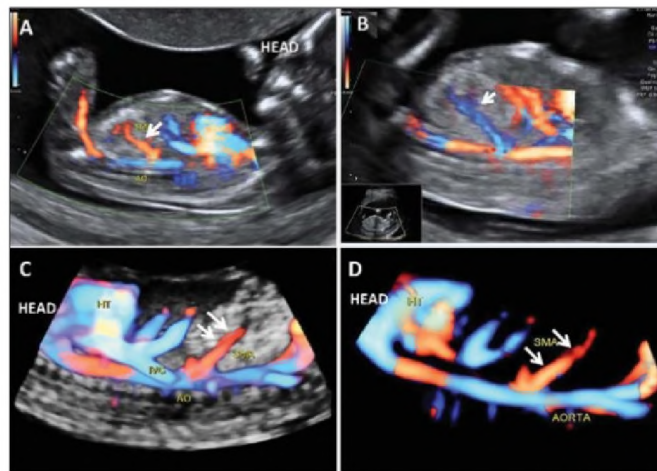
Eco-Doppler de AMS con trayectoria caudal normal (flechas). AO: Aorta; HT: corazón; IVC: vena cava inferior. Imagen modificada de ²⁸
